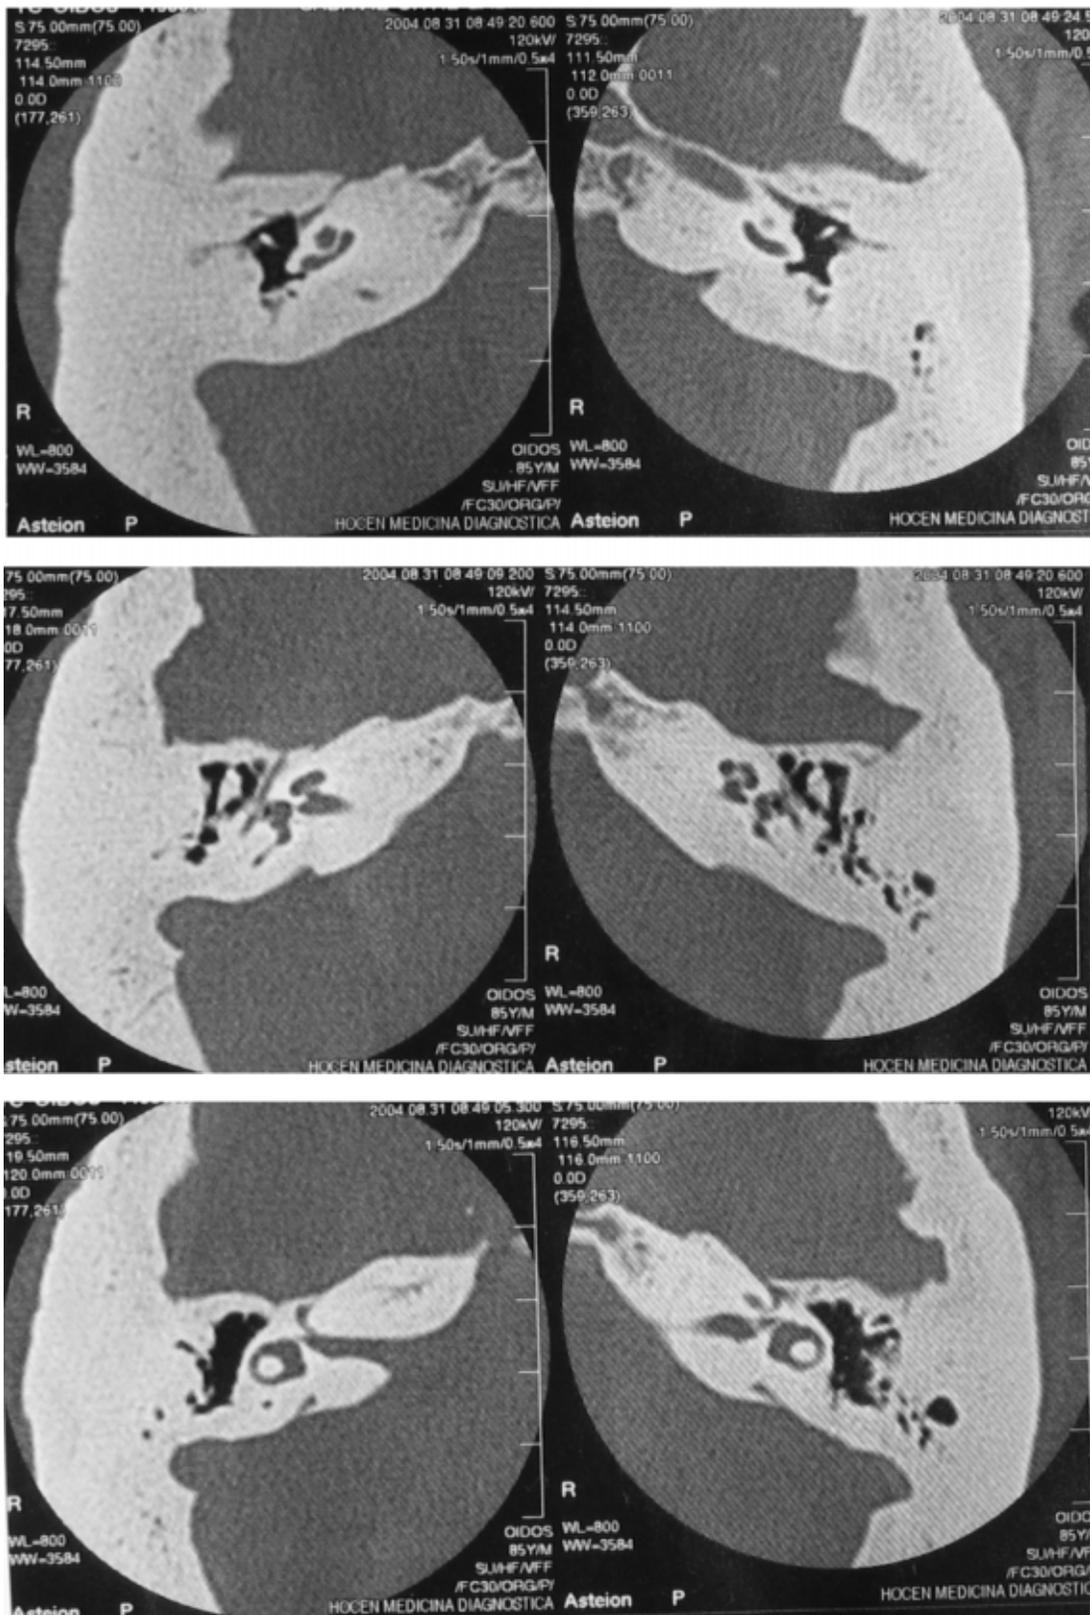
TC de oídos. Cortes axiales.
